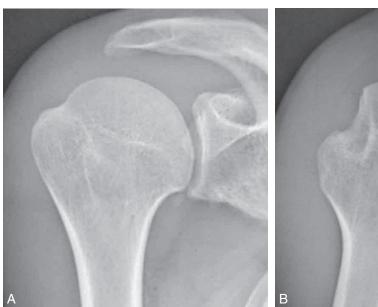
Visualisation de l'encoche humérale sur des clichés radiographiques standard.
